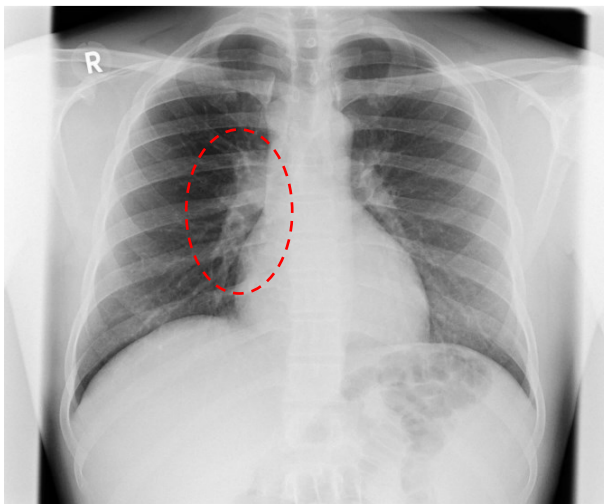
Röntgen Thorax in p.a. Strahlengang vom 15.02.2018, 29-jähriger Patient: Prominenter rechter Hilus
